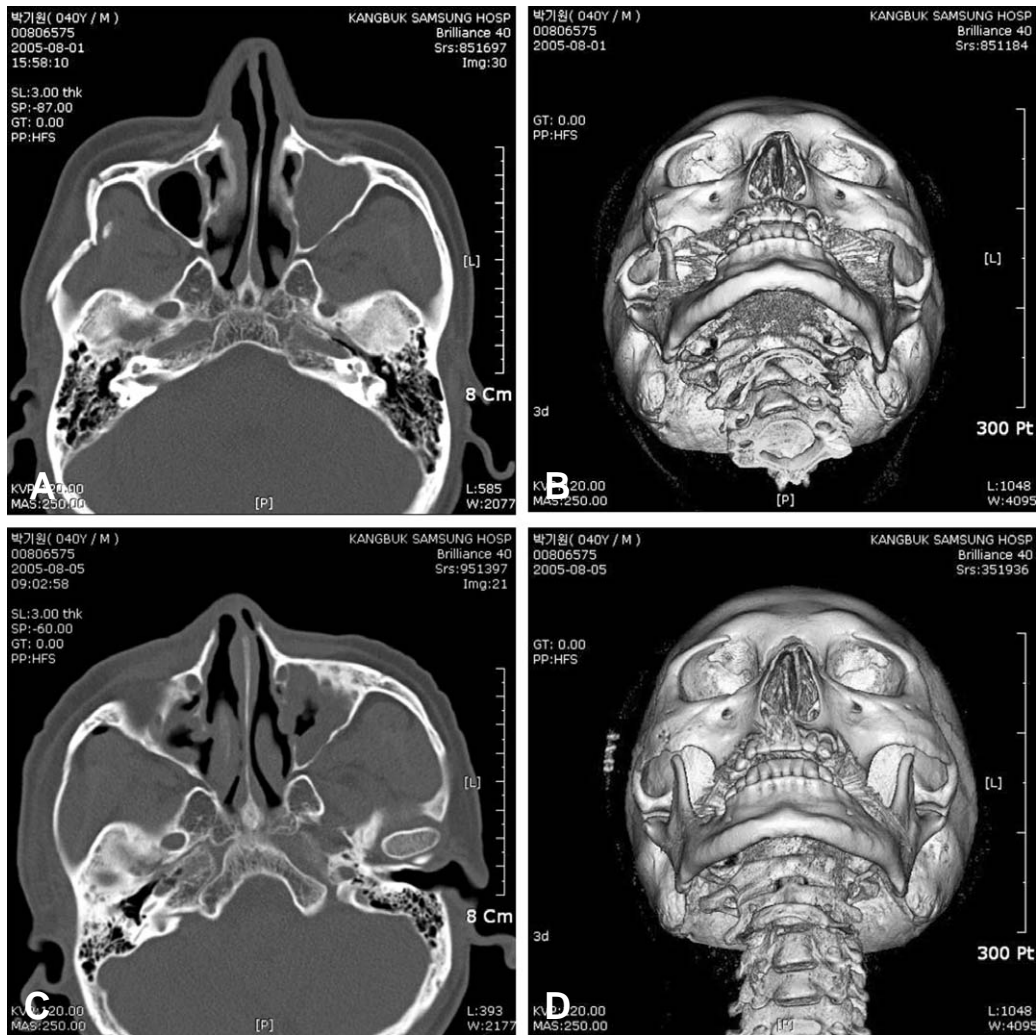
(A) 40-year old male patient whose right malar complex was fractured and displaced. Preoperative conventional CT. (B) Preoperative 3D MDCT view. (C) and (D) Postoperative view of the conventional CT and 3D MDCT.
